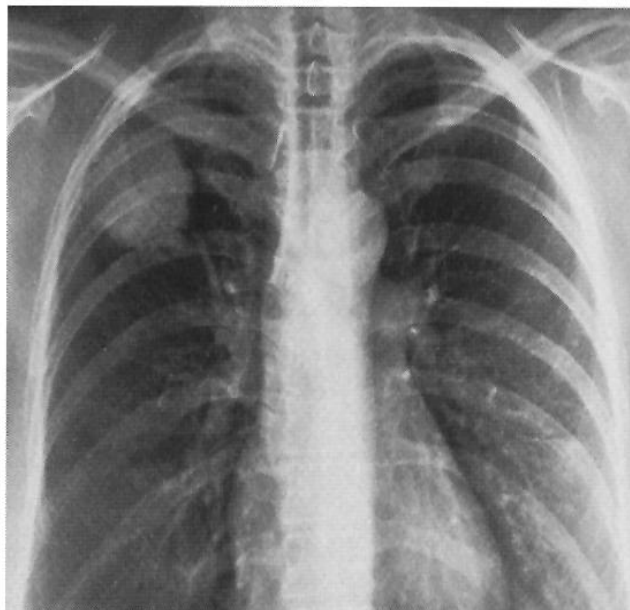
RADIOGRAFIE PULMONARĂ INCIDENTĂ POSTERO-ANTERIOARĂ:
